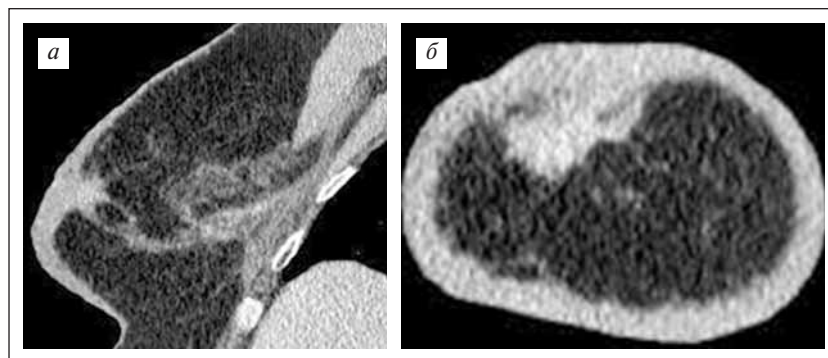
Инфильтративно-отечная форма РМЖ. МСКТ-маммограммы в сагиттальной (а) и фронтальной (б) проекциях. На фоне инфильтративной жировой ткани за ареолой определяются опухолевый узел с тяжистыми контурами и диффузное утолщение кожи
